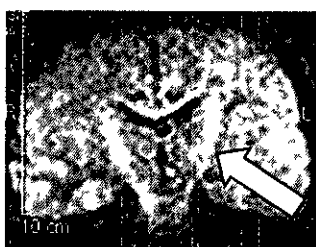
Open MRI (0.3T) による Diffusion 画像
